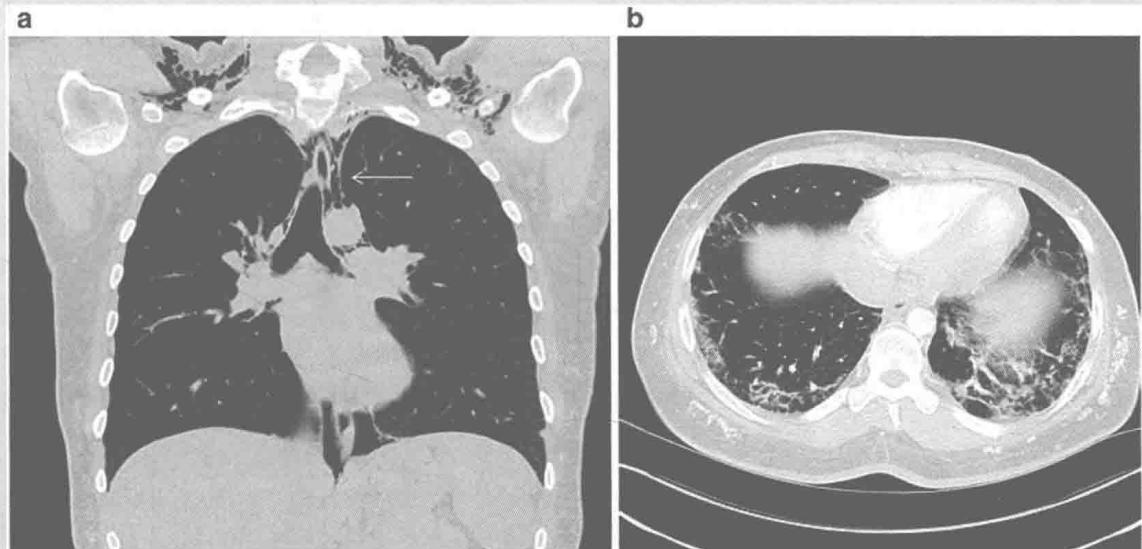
(a) 胸部CT显示纵隔含有空气的征象。(b) 胸膜下的网织渗出。
